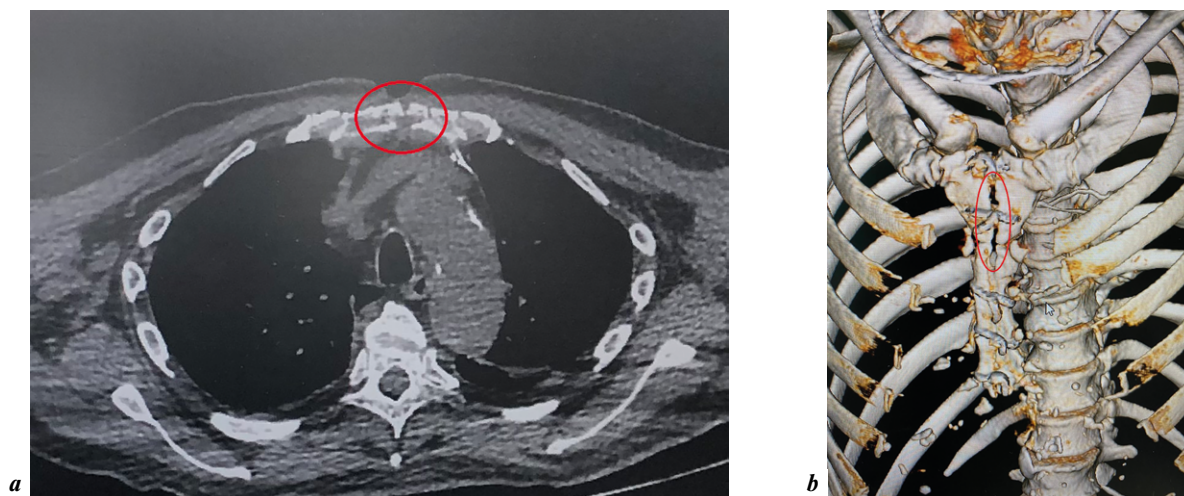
Компьютерная томограмма (а) и 3D-реконструкция изображения (б) грудной клетки при поступлении: определяются участки деструкции в области рукоятки, верхней и средней трети грудины с максимальным диастазом ее краев до 11 мм
